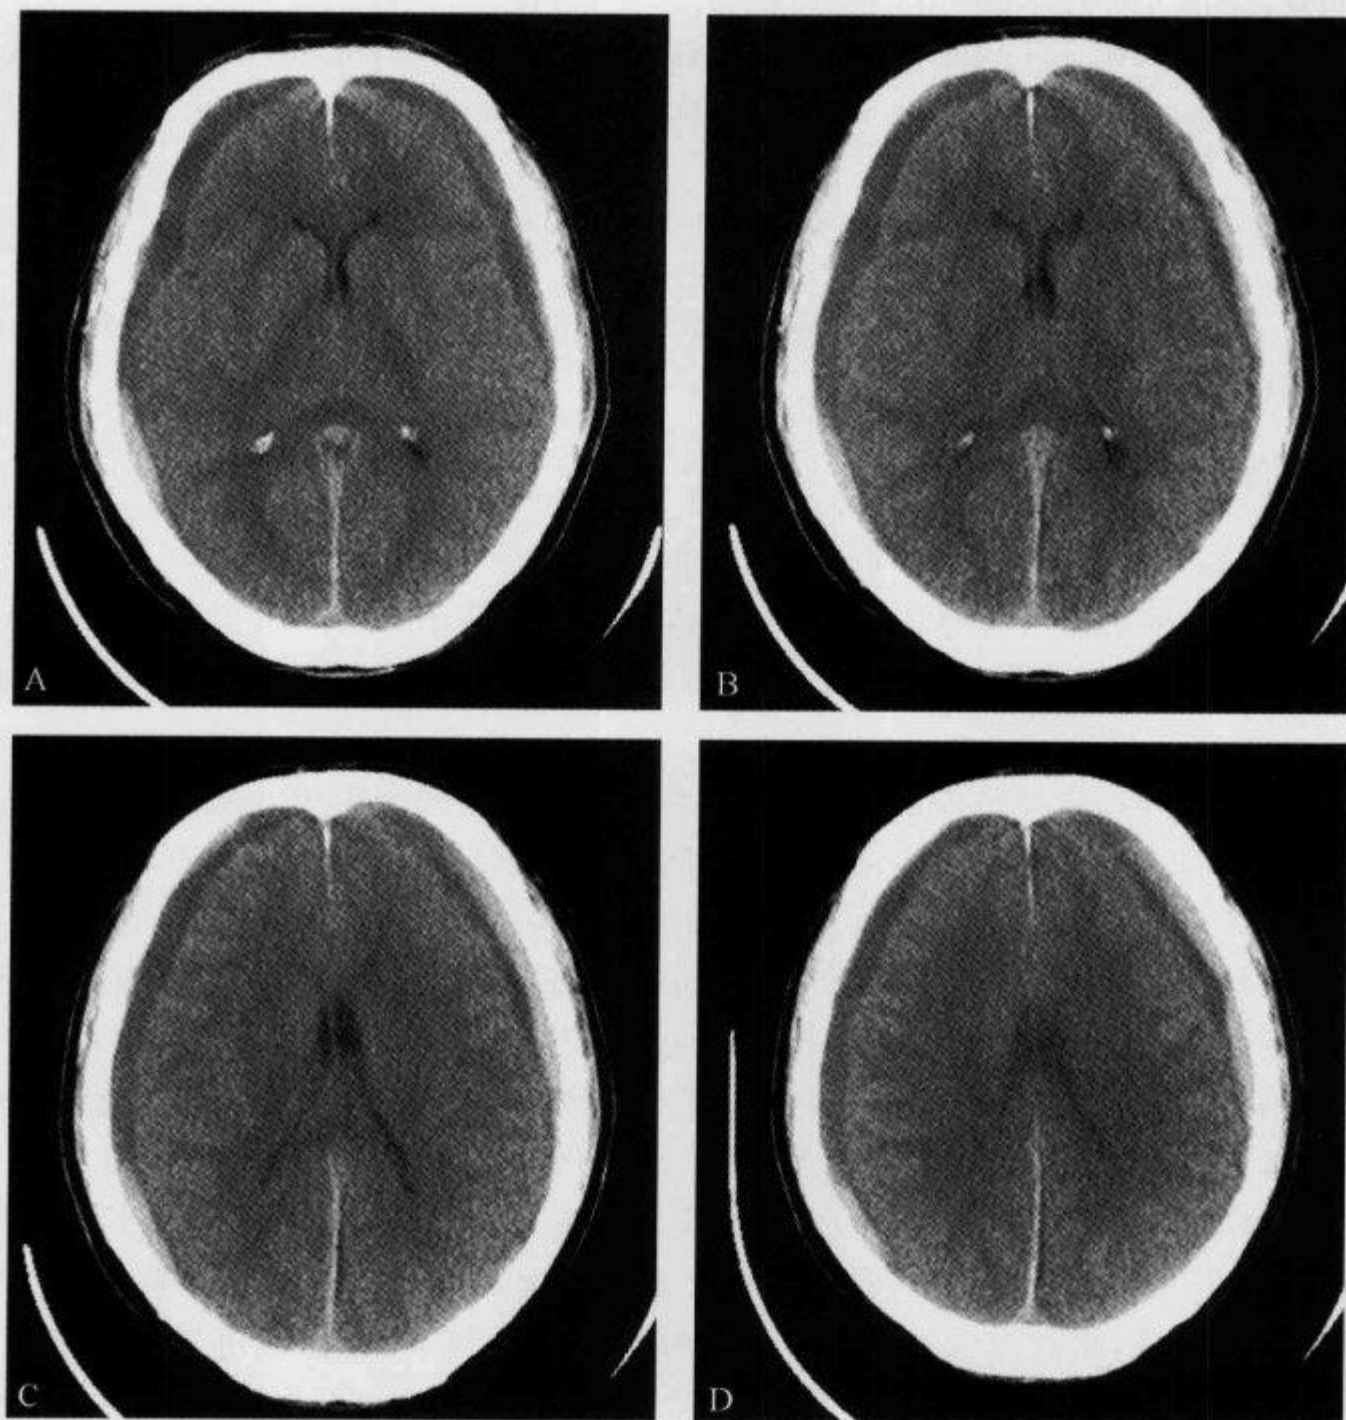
颅脑 CT 平扫示“脑室挤压征”(一)
